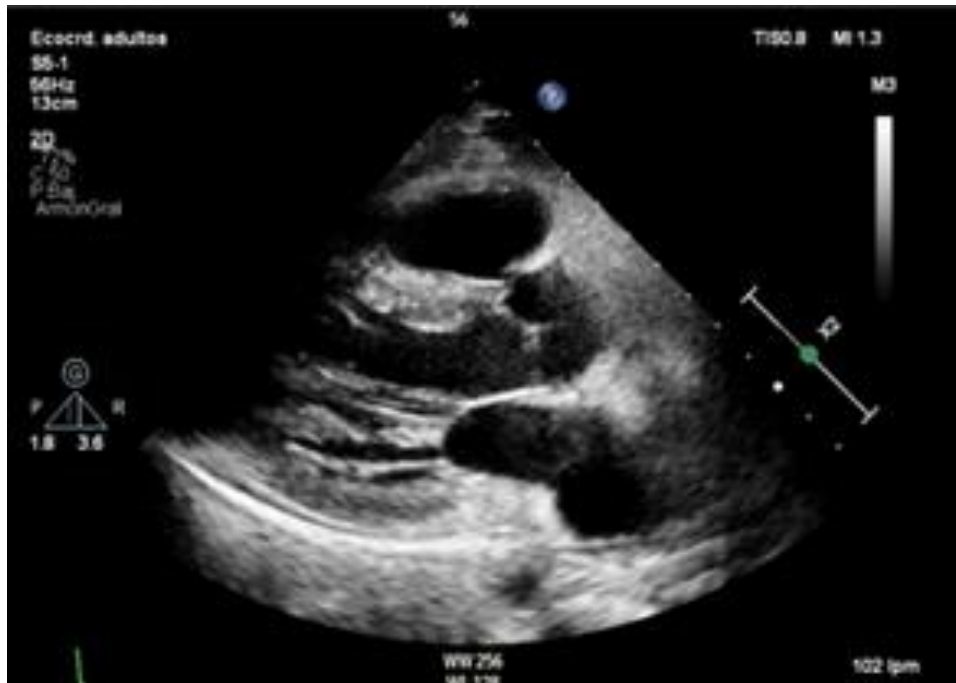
Ecocardiograma transtorácico, paraesternal eje largo, realizado postrasplante, sin datos de rechazo agudo.
